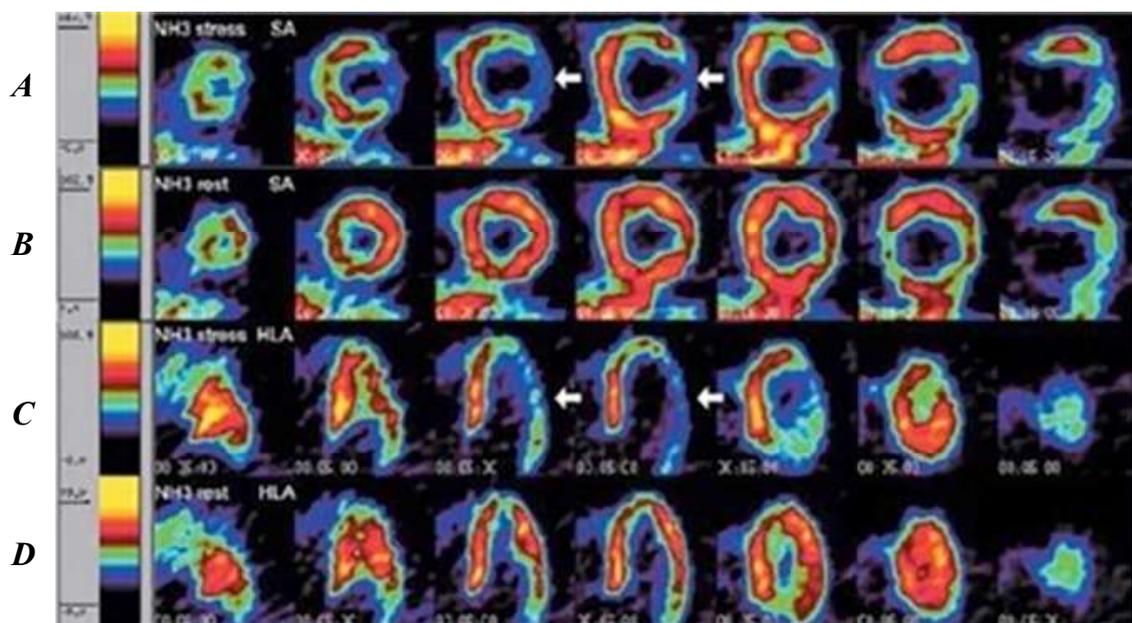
Результаты позитронно-эмиссионной томографии с ^{13}N -аммонием на фоне пробы с аденозина фосфатом у пациента с подозрением на ишемическую болезнь сердца. На скинтиграммах, полученных при пробе с аденозина фосфатом, определяется дефект кровоснабжения боковой стенки левого желудочка:
